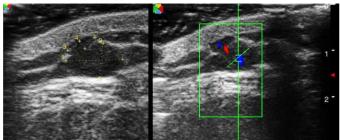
Imagen típica de un quiste epidérmico: lesión hipoecoica con refuerzo central posterior y sombras laterales. El doppler no mostró vascularización en el interior del quiste. Fuente: Echeverría-García B, Borbujo J, Alfageme F. Incorporación de la ecografía en Dermatología. Actas Dermosifiliogr. 2014; 105(10): 887-890.
